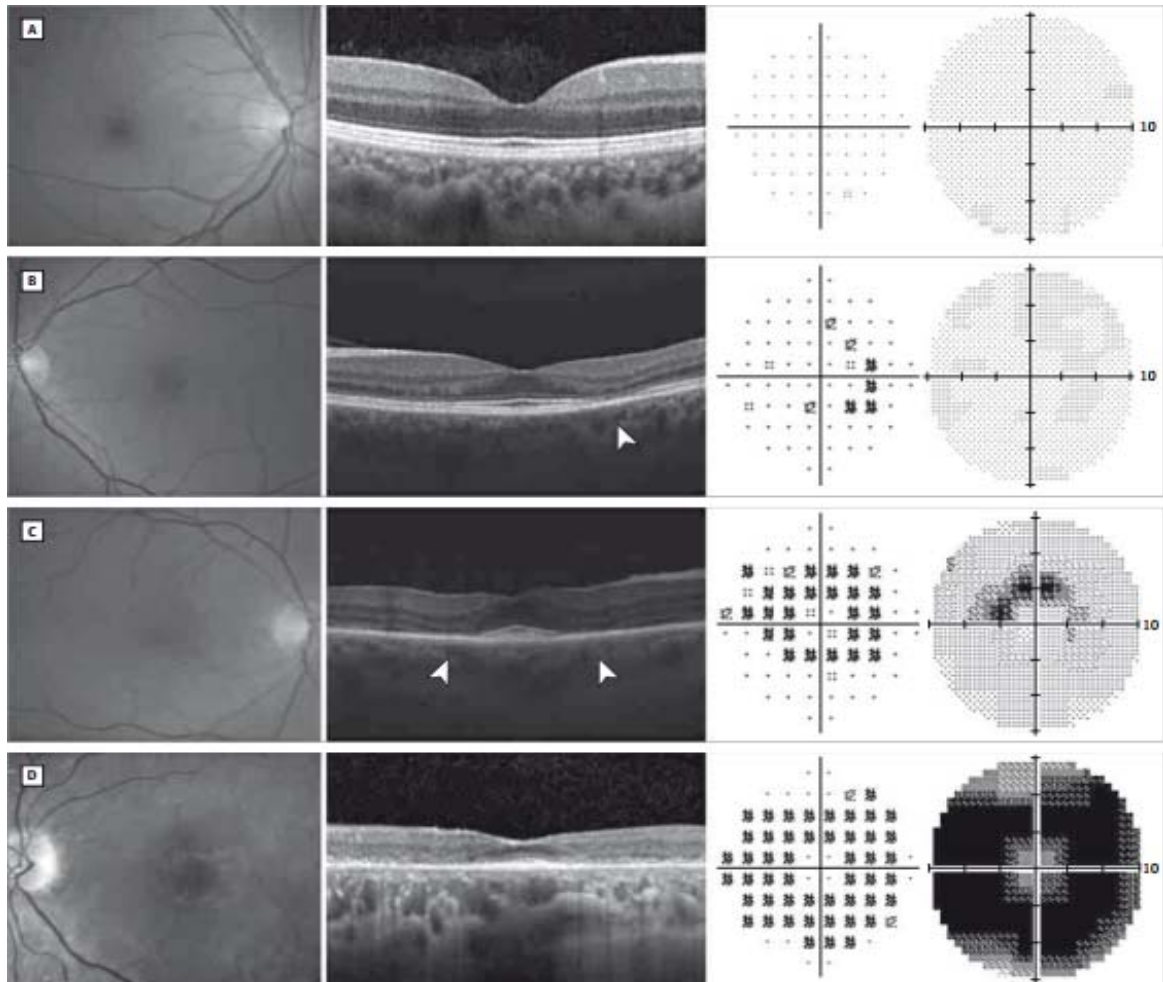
(de gauche à droite) : Fond d'œil, Tomographie à Cohérence Optique (OCT) et Champ visuel (A, fond d'œil normal ; B. Toxicité rétinienne légère ; C, Toxicité rétinienne modérée ; D, Toxicité rétinienne sévère) [189]
